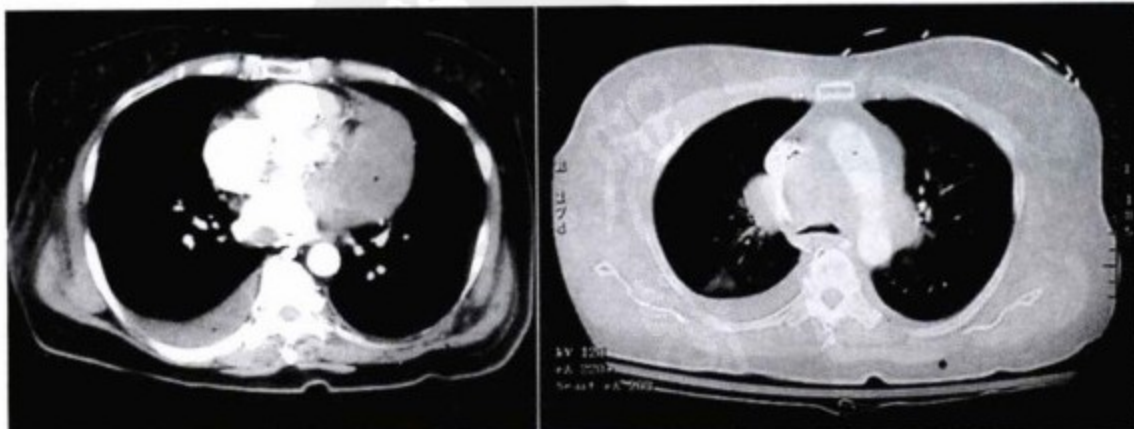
轴位增强 CT 示心尖周围心包内巨大软组织肿物,肿物压迫和浸润左室。右侧胸腔积液。主动脉旁也可见巨大软组织肿物,压迫肺动脉、右主支气管和上腔静脉。右肺外周病变,右侧胸腔积液。
